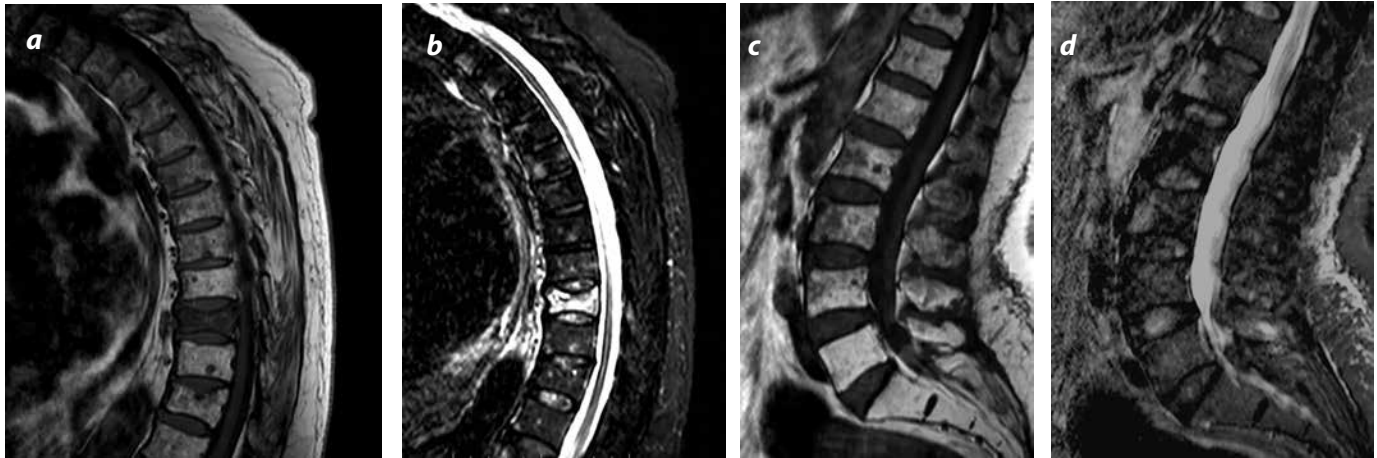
a y b) Secuencias sagitales de RM en eco de espín con información T1 y secuencia STIR de columna torácica en paciente con MM confirmado. Se evidencian múltiples lesiones redondeadas de baja señal en T1 y de baja señal en la secuencia STIR, en todos los segmentos vertebrales, con compromiso difuso de una vértebra torácica baja que presenta fractura patológica. Esta paciente también presenta similares lesiones en los pedículos vertebrales (no mostrado en la imagen actual) y en algunas apófisis espinosas, como se observa en la misma vértebra fracturada en las imágenes en la secuencia STIR. c y d) Secuencias sagitales de columna lumbosacra en RM en eco de espín con información T1 y STIR. Se evidencian múltiples lesiones focales periféricas en el aspecto anterior de los cuerpos vertebrales de L1 a L3, las cuales son de baja señal en T1 y de alta señal en la secuencia STIR.
